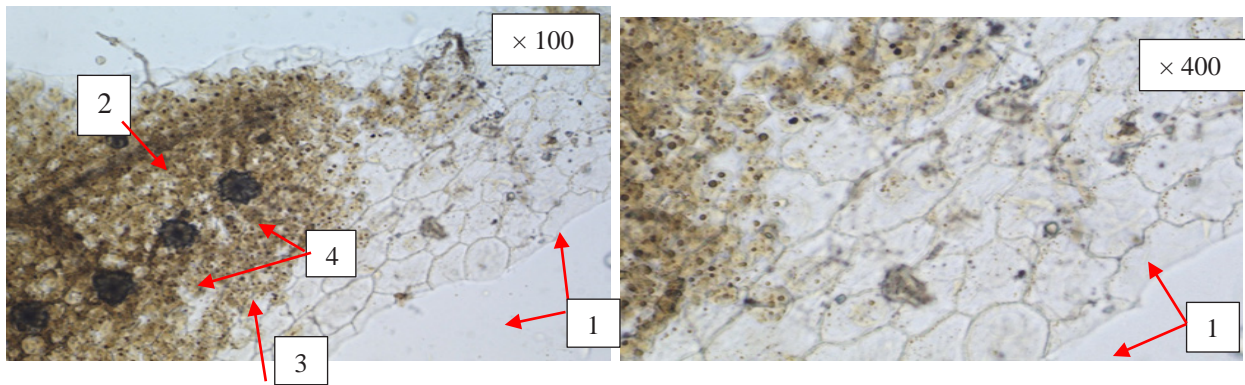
Фрагменти верхньої епідерми листка *Saponaria officinalis* L.: 1 – клітини епідерми, 2 – судини, 3 – мезофіл листка, 4 – друзи кальцію оксалату
